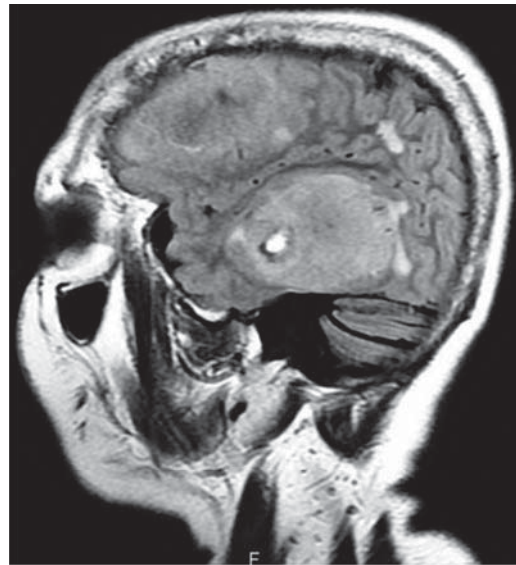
Imagen de resonancia magnética simple en fase T2 con imagen hiperintensa en región frontal y temporal del lado izquierdo con edema perilesional.
